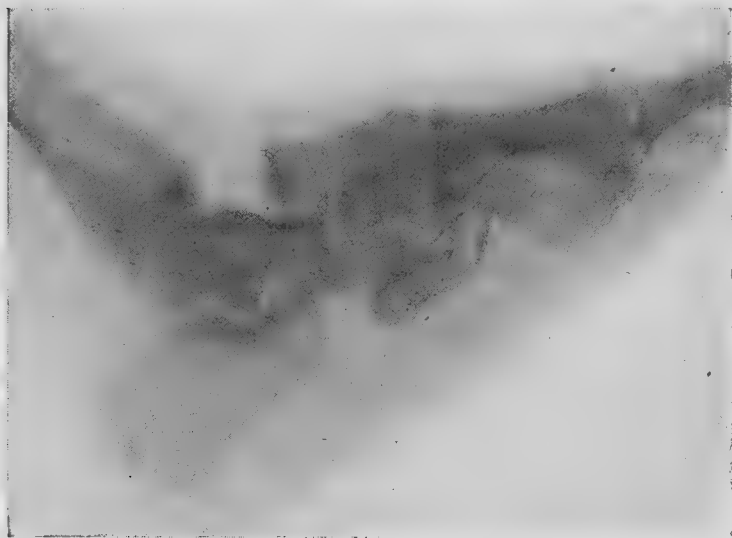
Radiographie du pied avant la résection.
